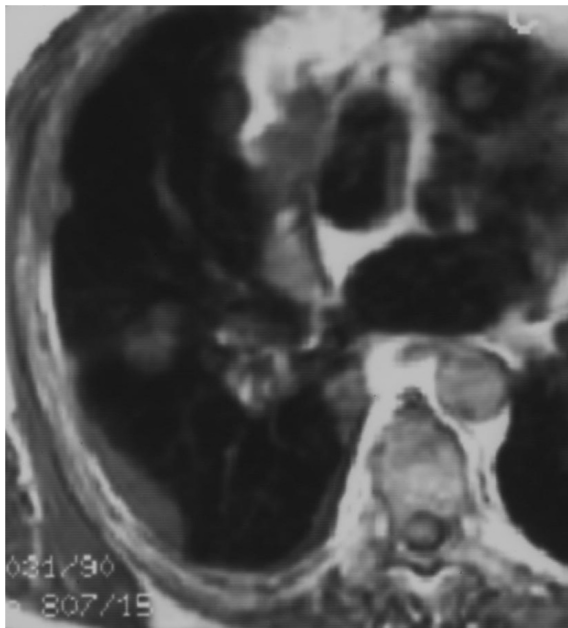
Transversaler T1-gewichteter MRT-Schnitt. Tumorausdehnung des rechten Hemithorax mit Infiltration ins Mediastinum. Die perikardiale Fettschicht ist verdrängt und Zeichen einer möglichen Perikardinfiltration
